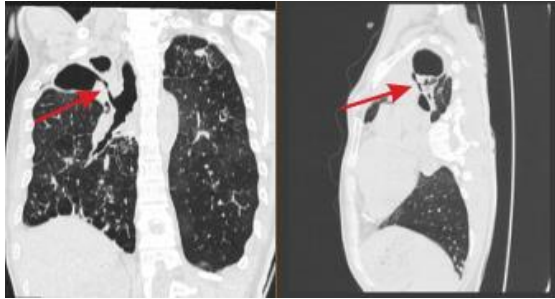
The coronal and sagittal CT scan images reveal a linear air-filled tract connecting the bronchus to the cavity, confirming the presence of a bronchocavitary fistula (red arrow)
